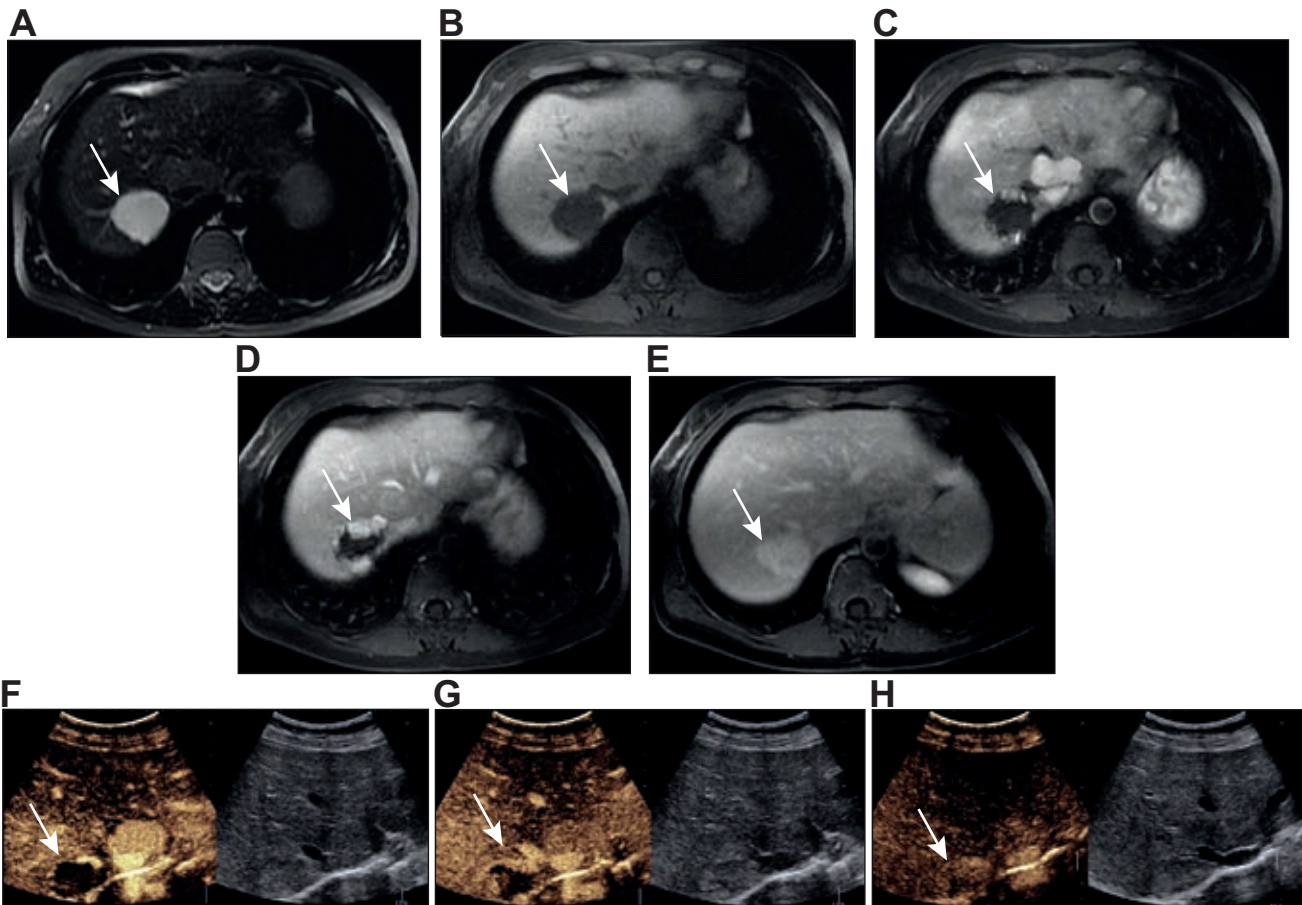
Hemangioma típico adjacente a HNF em RM e CEUS. (A e B) A lesão (hemangioma indicado pelas setas brancas) é muito hiperintensa em T2 e hipointensa em T1. (C-E) Nas imagens com contraste, a lesão mostra realce periférico e descontínuo seguido de preenchimento completo na fase tardia. (F-H) O mesmo realce é observado na CEUS. Note-se que o hemangioma é adjacente à HNF que não contém um elemento central.
